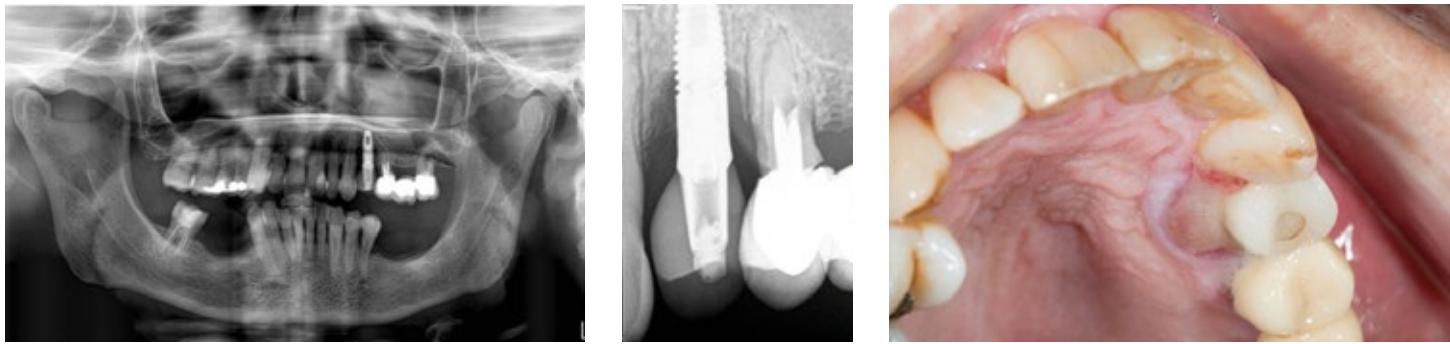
Ortopantomografia e Rx periapical iniciais do implante de 2.4 com 5 anos de follow-up. Aspeto clínico onde se demonstra lesão palatina associada ao implante.
